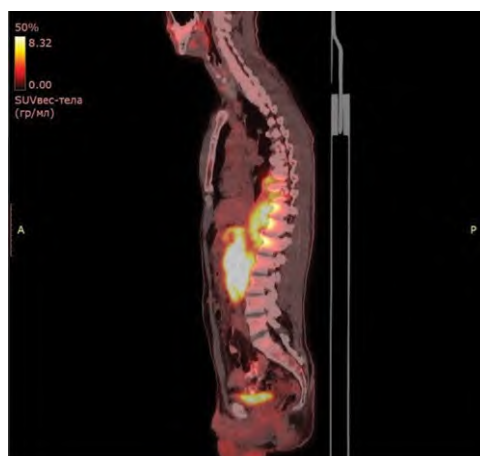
Инициальная ПЭТ/КТ
